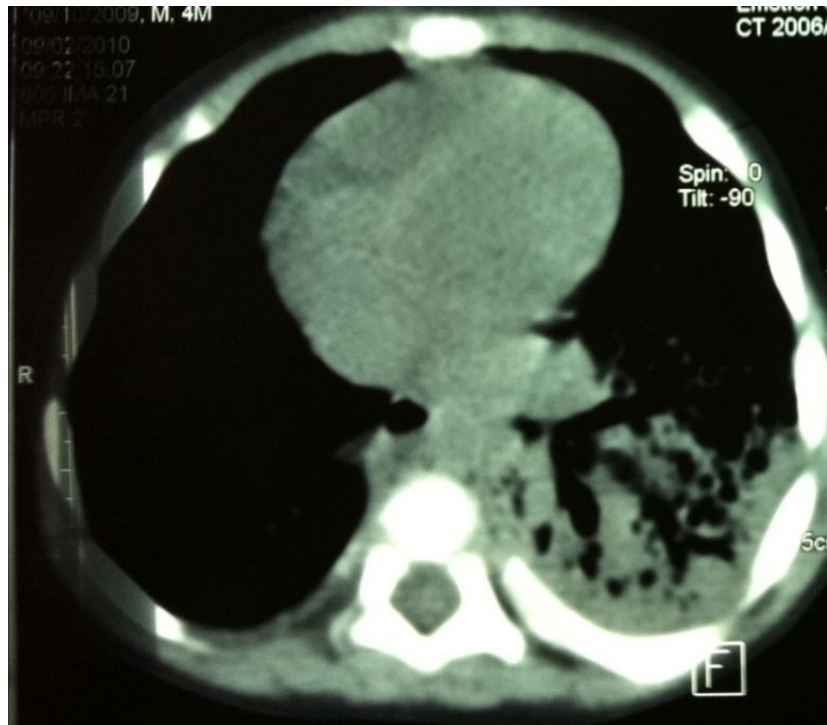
TDM thoracique montrant de multiples kystes du lobe inférieur gauche.
